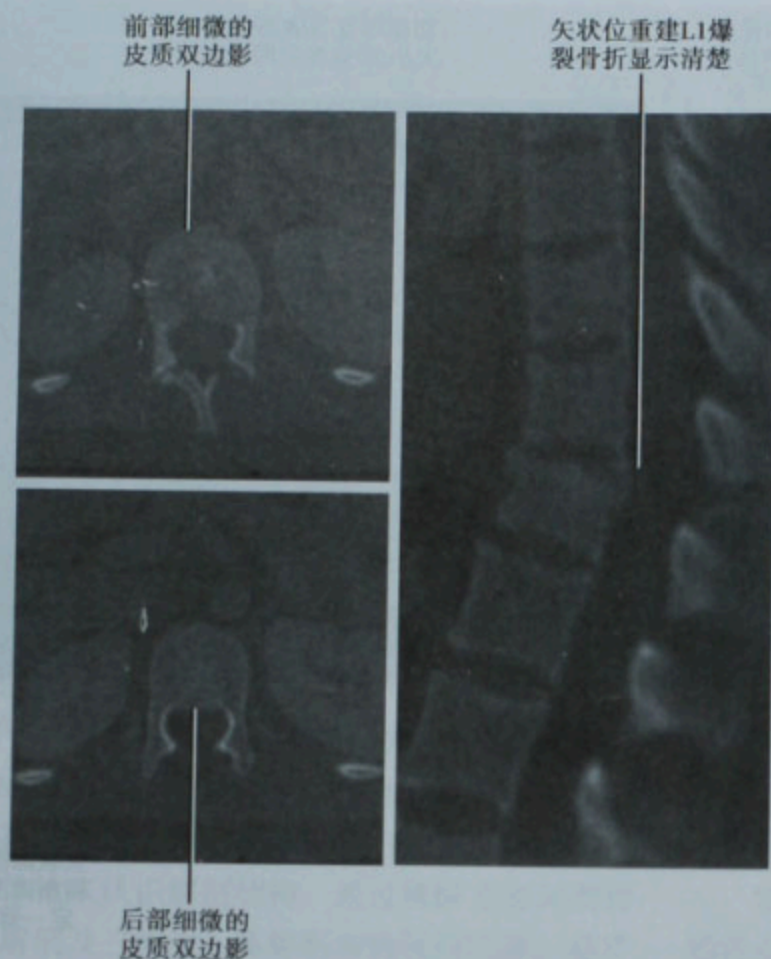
L1 爆裂骨折患者的横断面及矢状面 CT 图像。骨折在横断面上可见但会误认为是退行性改变。在矢状面重建图像上,骨皮质断裂和椎体高度减少显示得更明显
